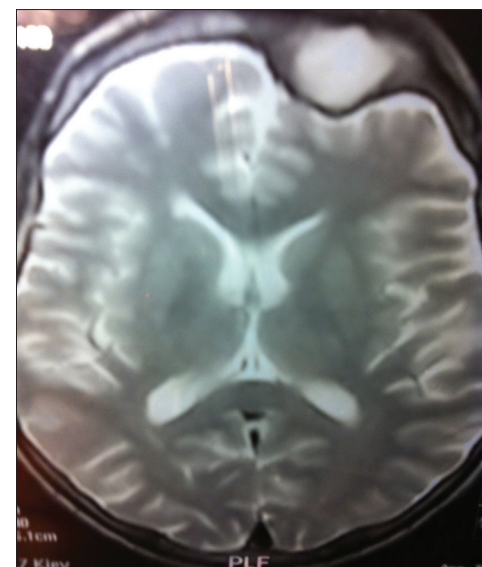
МРТ головного мозку хворого К.А.
